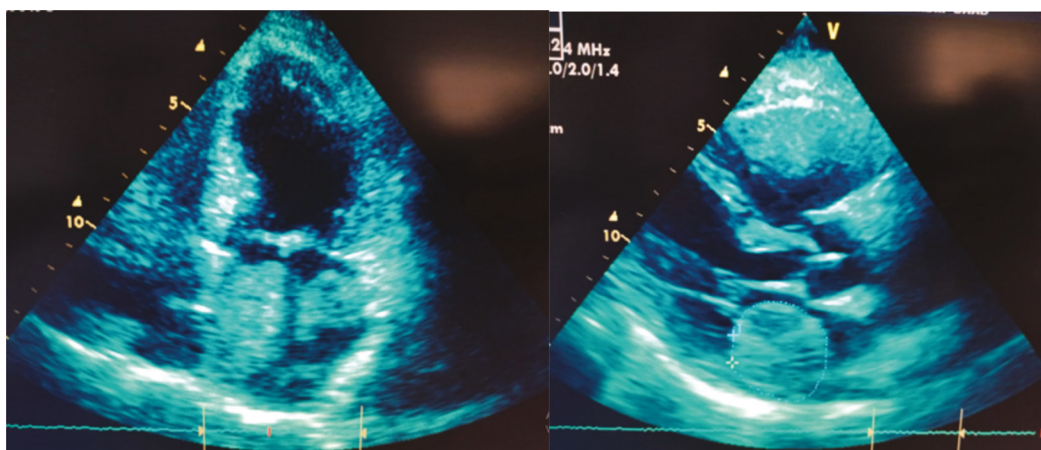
Ecocardiograma transtorácico se observa aurícula izquierda dilatada de forma severa, volumen indexado de 87 mm (vn <34). Se aprecia imagen de 56 por 35 mm, altamente móvil, de ecogenidad heterogénea.
